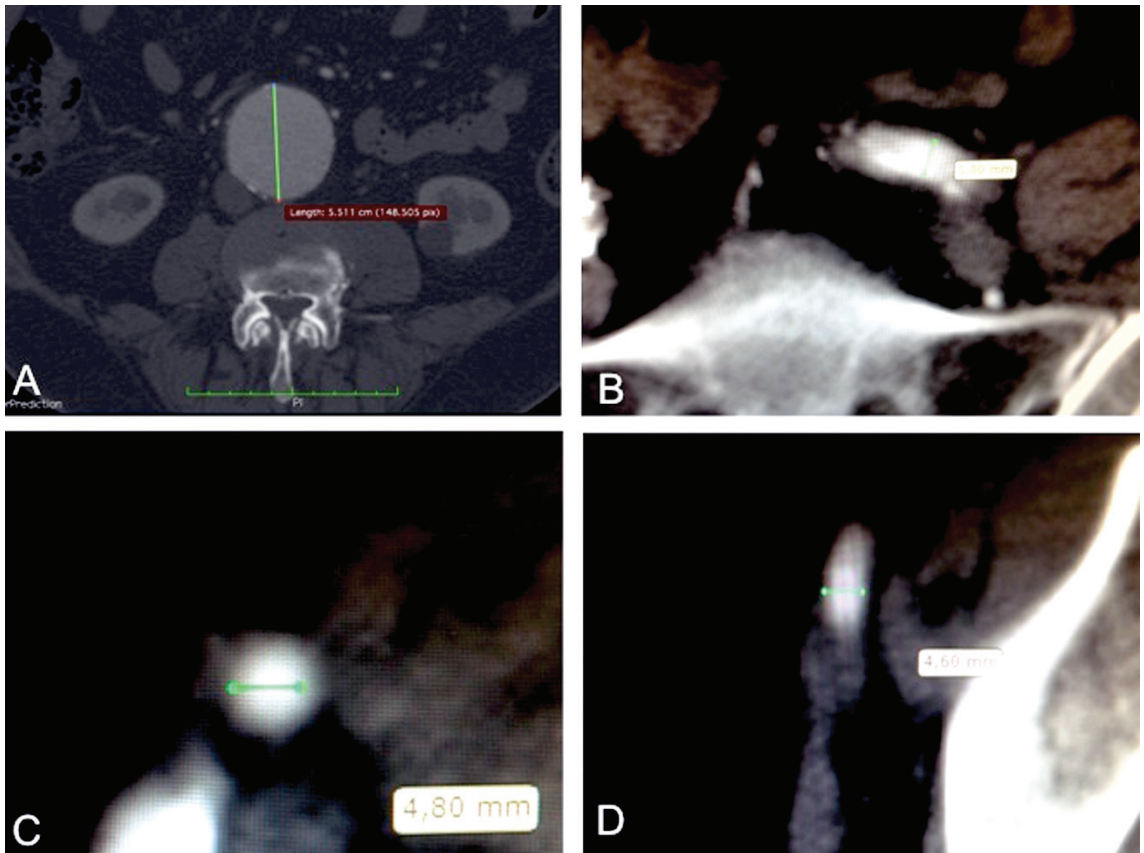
Diâmetro máximo do AAA infrarenal (A) e das artérias ilíaca comum esquerda (B) e ilíacas externas direita (C) e esquerda (D), por meio de angiotomografia.
